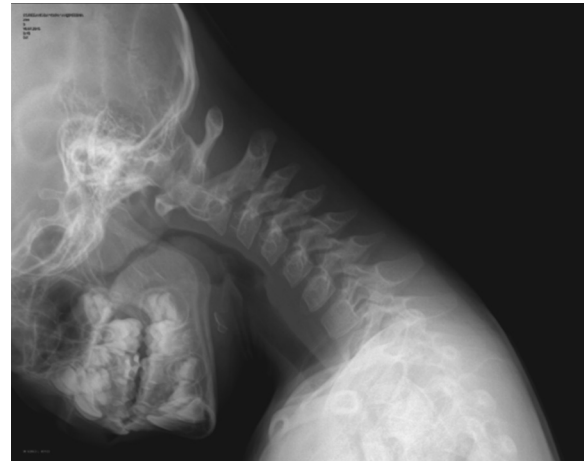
Рентгенограмма шейного отдела позвоночника в боковой проекции ребенка Е., 2010 г. р. – лестницеобразная деформация позвоночника из-за нестабильности на уровне С3–С4 в результате родовой травмы.
